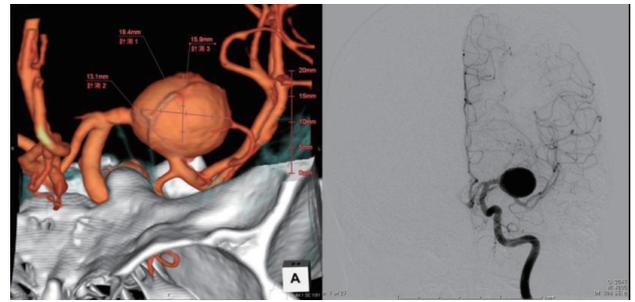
CT angiography (A-P view) & angiography Dilatated fusiform aneurysm in the left middle cerebral artery (M1). Anterior temporal artery arises from distal M1. Perforators from M1 proximal are not visible clearly. 3DCT angiography shows aneurysm is 18 mm in maximum diameter. There is no neck of aneurysm.
